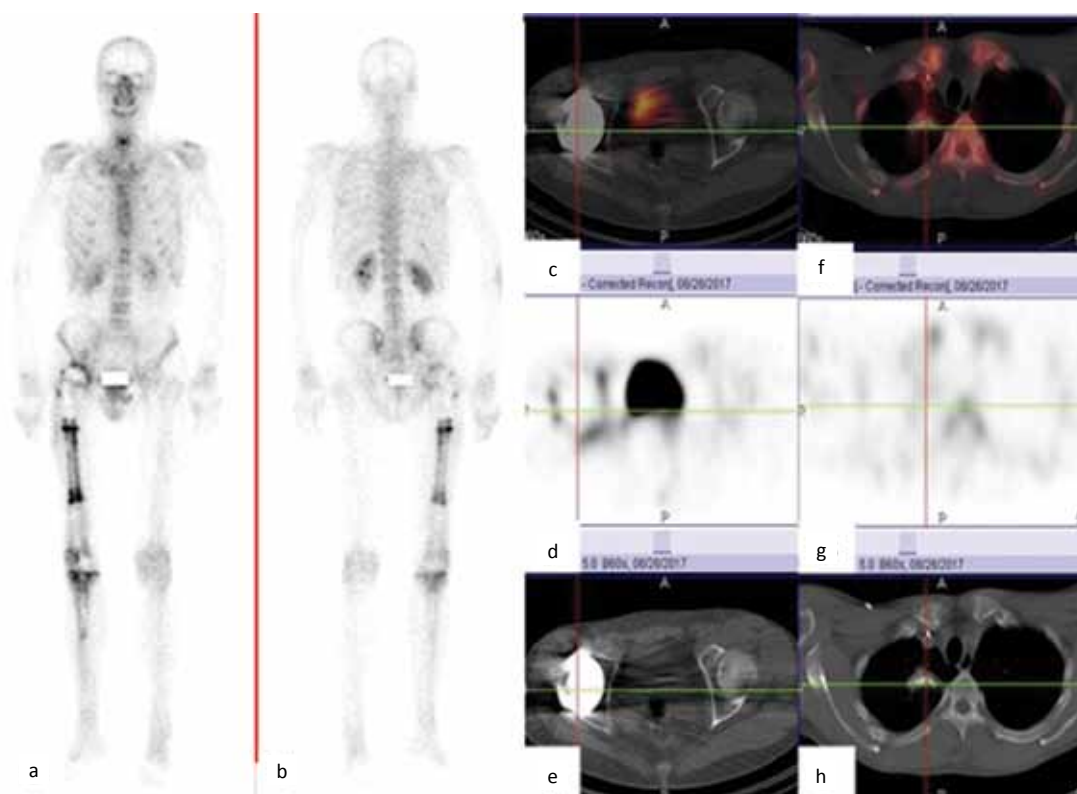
Control check-up on 06.26.2017. State after resection of the proximal right femur with total endoprosthesis replacement of the right femur 03.15.2017 bone scan (a, b) and SPECT/CT of the pelvis (c, d, e) and chest (f, g, h). Hyperaccumulation of the radiopharmaceutical in the bones fixing the endoprosthesis and the surrounding soft tissues of the right thigh. On CT ossification – postoperative changes. No pathological accumulation of radiopharmaceuticals has been detected in other sites, no additional bone destruction zones have been found
